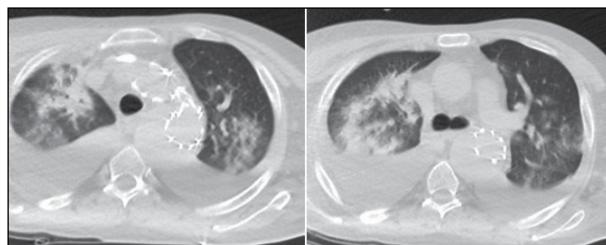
Thorax CT of the patient at presentation.
